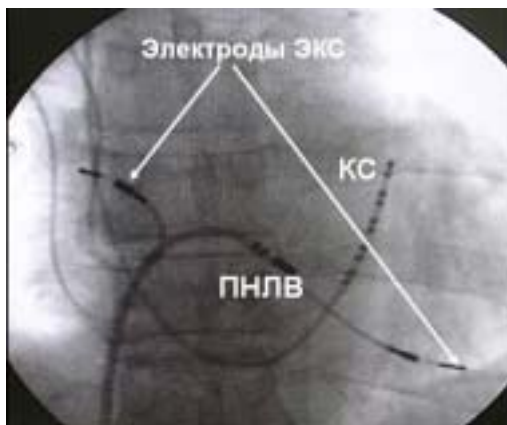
Рентгенограмма в момент абляции. Прямая проекция. КС - диагностический электрод в коронарном синусе, ПНЛВ - абляционный электрод воздействует на ганглионарное сплетение, примыкающее к устью правой нижней лёгочной вены.
